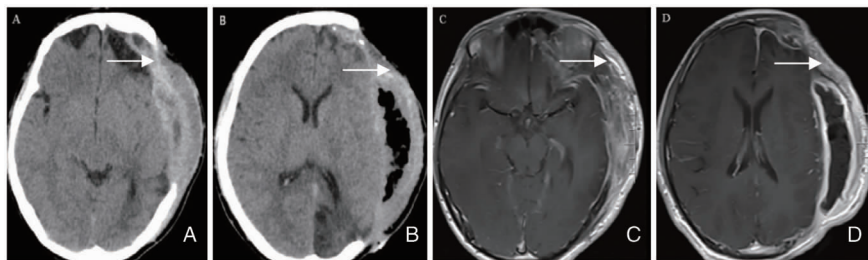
A 图:头部轴位增强 CT:箭头所示:左侧颞肌及硬膜侵袭性强化。B 图:头部轴位增强 CT:箭头所示:左侧颞肌上层脓肿腔形成,脓肿壁厚。C 图:头部轴位增强 MR:箭头所示:左侧颞肌及硬膜广泛侵袭性强化,伴有颞肌及皮下组织坏死。D 图:头部轴位增强 MR:箭头所示:左侧颞肌上层厚壁脓肿腔。
